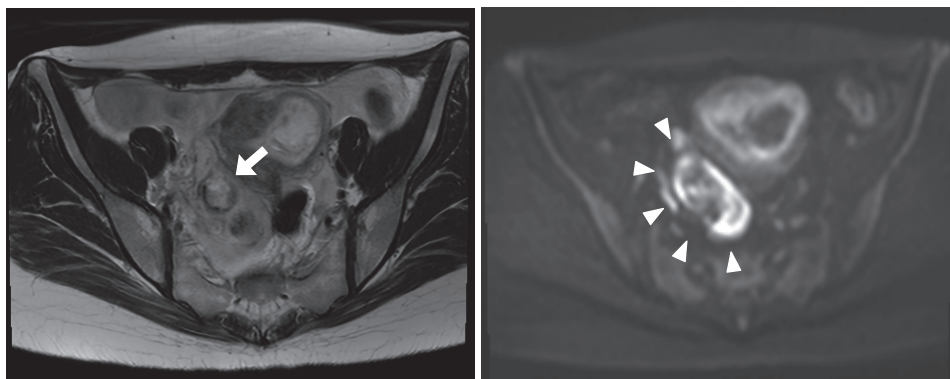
再出血時の単純MRI 拡散強調画像(右)とT2強調画像(左)
